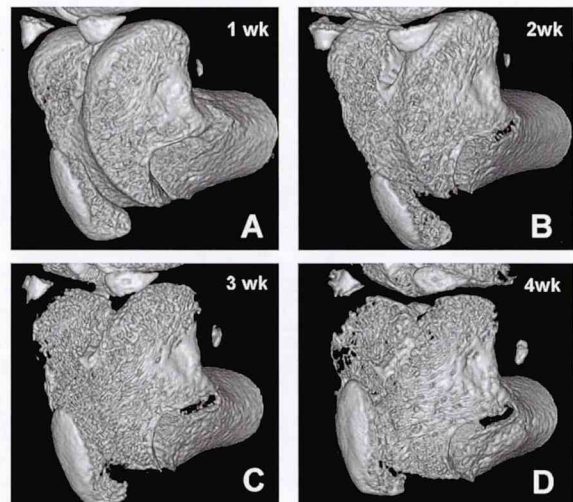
in vivo micro CT による膝関節の所見
